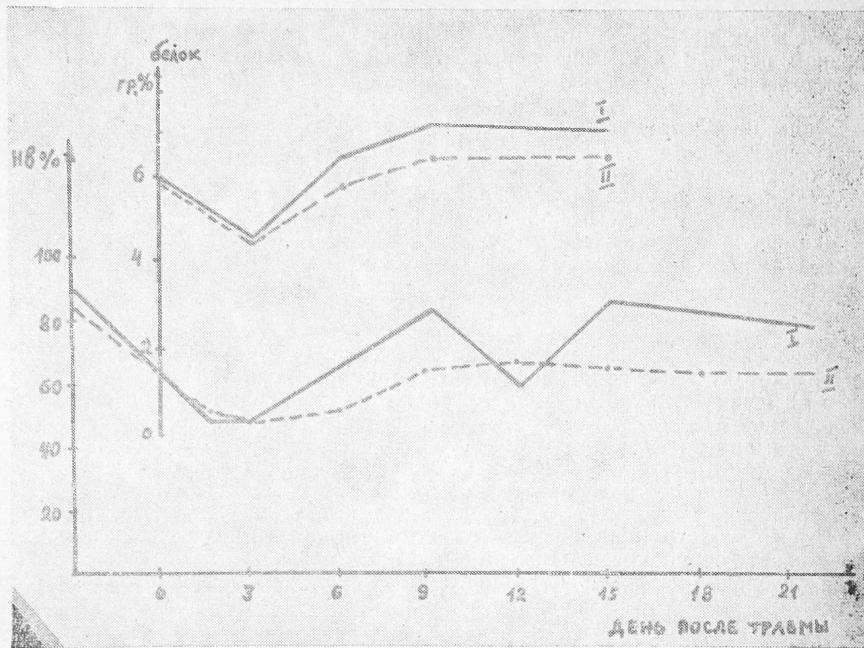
Количество гемоглобина и сывороточного белка в зависимости от срока заболевания и метода гемотрансфузии.
